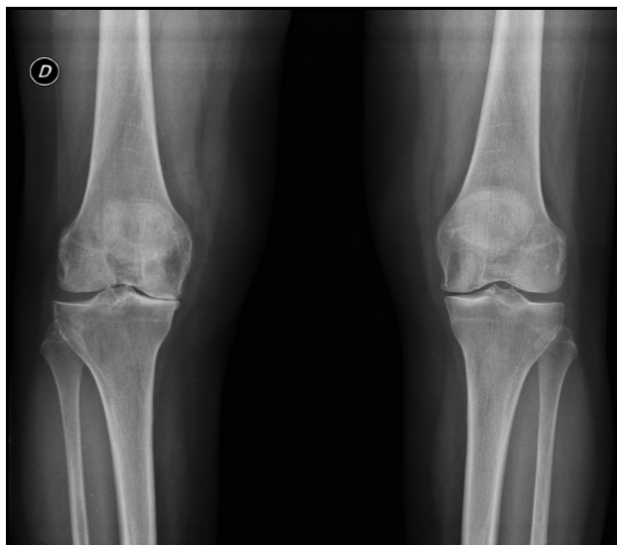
Radiografía anteroposterior en carga de ambas rodillas que evidencia de genu varo bilateral secundario a artrosis, con predominio del compromiso del compartimento medial derecho.
